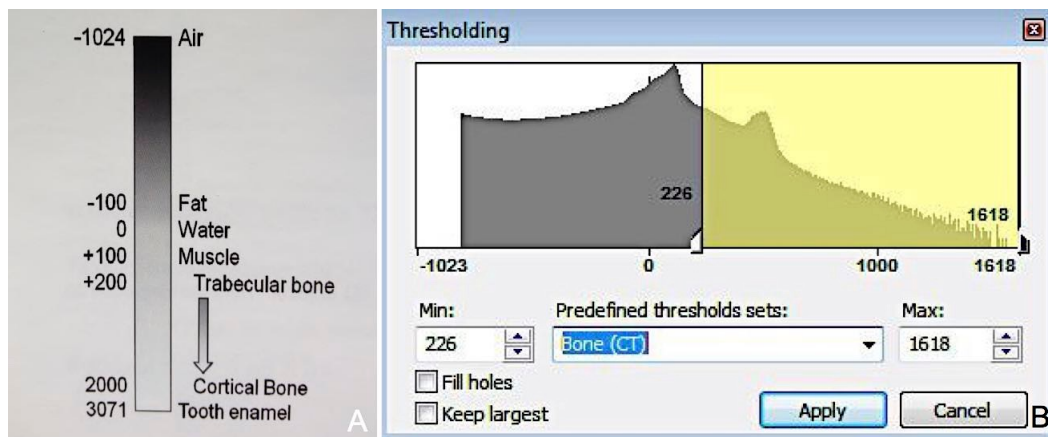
Die Hounsfield-Skala (A, Handbuch Materialise Mimics Innovation Suite 18.0 Research) ist so skaliert, dass Wasser den Wert 0 HU und Luft den Wert -1024 HU besitzt. Im Bild (B) ist beispielhaft der von Mimics® vordefinierte Grenzbereich für Knochengewebe gezeigt; jedes Pixel mit einer Graustufe von 226 bis 1618 HU wird nachfolgend im CT gelb markiert.
